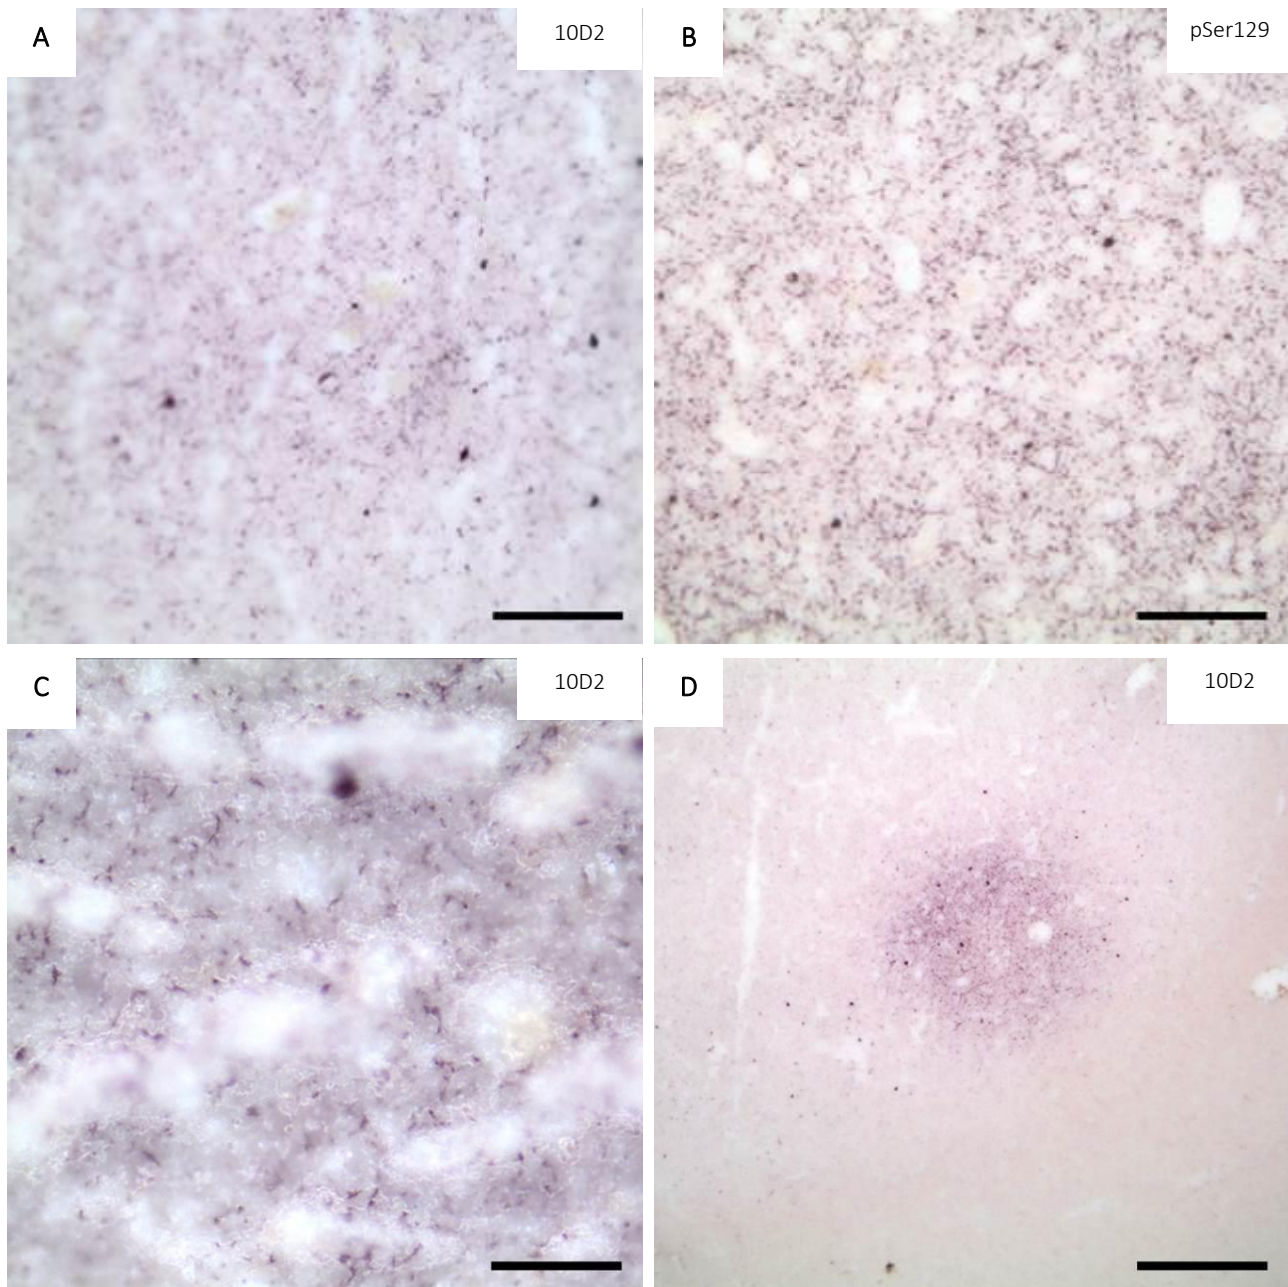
Ein feines synaptisches Muster und gleichmäßiges Färbeverhalten der Positivkontrolle signalisierten einen gelungenen Versuch im PET Blot. Kortikale Lewy-Pathologie des Kontrollfalls DLB5. A (10D2 1:5.000) und B (pSer129 pk 1:10.000): Lewy-Körperchen und synaptisches Reaktivitätsmuster (jeweils 200-fache Vergrößerung, Balken 100 µm). C Nahaufnahme des synaptischen Musters inklusive feinen Neuriten und eines Lewy-Körperchens in der oberen Bildhälfte (10D2 1:5.000; 500-fach, Balken 40 µm). D Eine fehlerhafte Vorbehandlung ist erkennbar an der inhomogenen Verteilung der kortikalen Lewy-Pathologie. Auch im Detektionsprozess entstandene weiße Kratzer lassen sich im Kortex (oben) erkennen, was durch eine niedrige Einstellung der Schüttelplatte vermieden werden kann. In der Substantia alba (unten rechts) findet sich regelmäßig kaum Immunreaktivität (10D2 1:2.000; 50-fach, Balken 400 µm).
